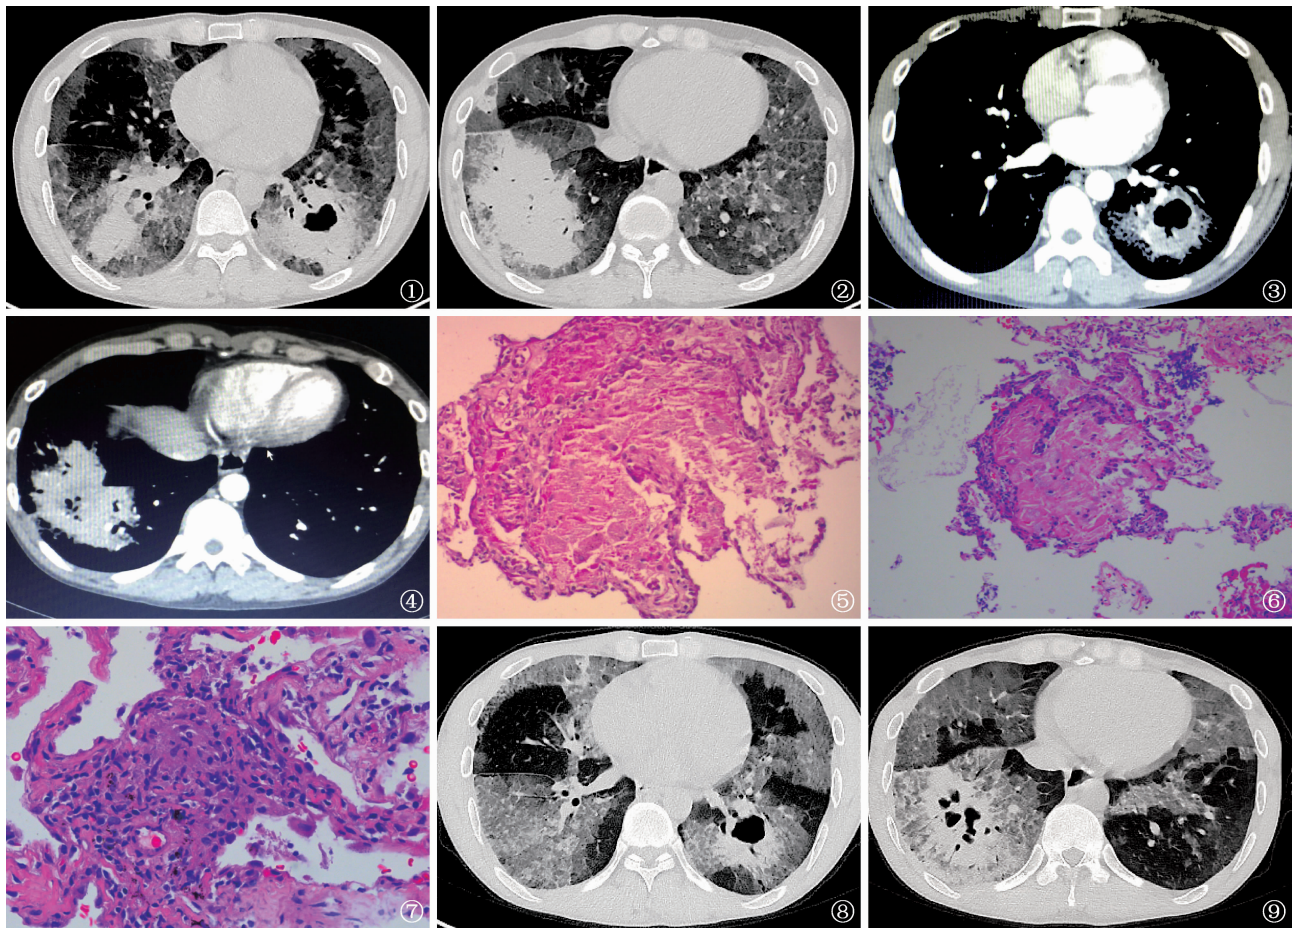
~4 患者,男,30 岁。PAP 并发胞内分枝杆菌感染。胸部高分辨率 CT(HRCT)检查(2017-08-08,仰卧位)。图 1 为肺窗,可见双肺斑片状及片状实变影,下叶为甚,左肺下叶片状影内见空洞,未见液平面。双肺胸膜下可见磨玻璃状影,部分与正常肺组织分界清晰,可见小叶间隔增厚。图 2 为肺窗,可见右肺斑片状及片状实变影,下叶为甚,右肺下叶病灶内见少许支气管充气征。双肺可见磨玻璃状影、小叶间隔增厚。图 3 为纵隔窗,CT 增强扫描显示左肺下叶病灶明显强化,内见空洞,边缘光滑。图 4 为纵隔窗,CT 增强扫描可见右肺下叶病灶呈明显强化,内见不规则小空洞。图 5 同一患者。PAS 染色(2017-08-31)阳性( $\times 200$ ),可见肺泡腔内粉染的无定形物质。图 6 同一患者。PAS 染色。左肺下叶后基底段 TBLB(2017-08-31, $\times 200$ )肺泡腔内可见粉染无定形物质,见少量胆固醇结晶,肺间质内见少量淋巴细胞浸润。图 7 同一患者。PAS 染色。左肺下叶后基底段 TBLB(2017-08-31, $\times 400$ )肺间质内见淋巴细胞浸润,小灶性肉芽肿形成。图 8,9 同一患者。胸部 HRCT 扫描(2018-01-23),均为肺窗。图 8 可见左肺下叶片状影,内见空洞,双肺可见磨玻璃状影,与图 1 同一层面对比,双肺下叶病灶较前吸收,余大致相仿。图 9 可见右肺下叶片状影,内见多发小空洞,双肺可见磨玻璃状影,与图 2 同一层面对比,右肺下叶病灶较前吸收,双肺磨玻璃状影部分吸收、部分密度略增浓。
